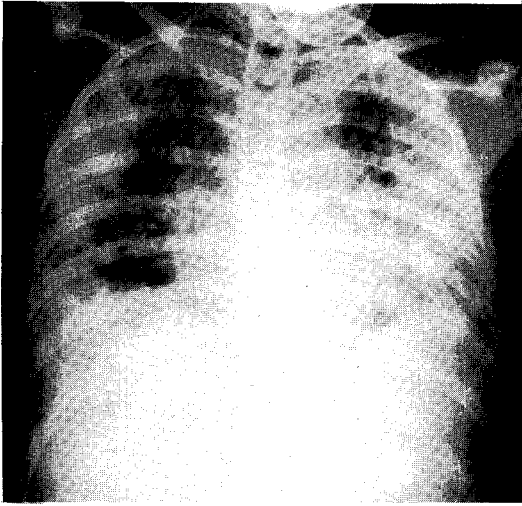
Chest X-ray at 9th hospital day showing bilateral, mottled densities on both lung fields, blunting of both costophrenic angles, and enlargement of the heart.
